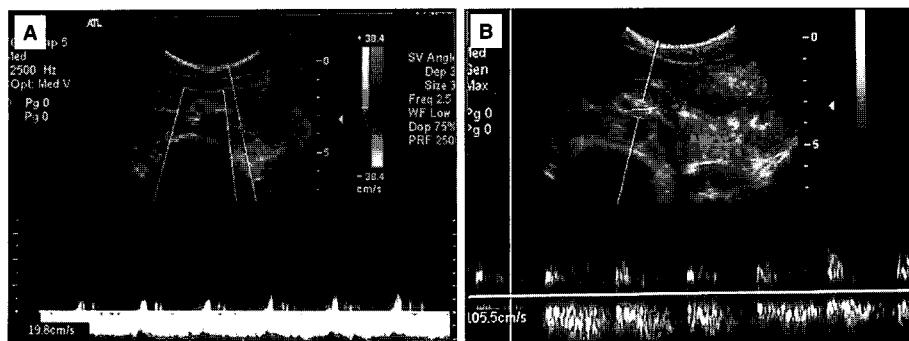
Peak systolic velocity is measured as 19.8 cm/sec at the left proximal renal vein(Fig. 2A) and 105.5 cm/sec at the aortomesenteric angle(Fig. 2B) on pulsed doppler sonography.
